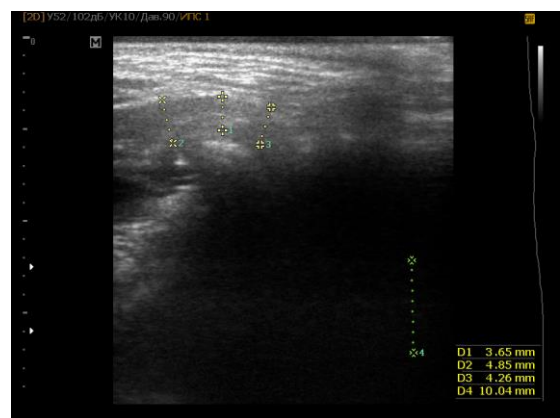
УЗИ ВНЧС после артроскопии
